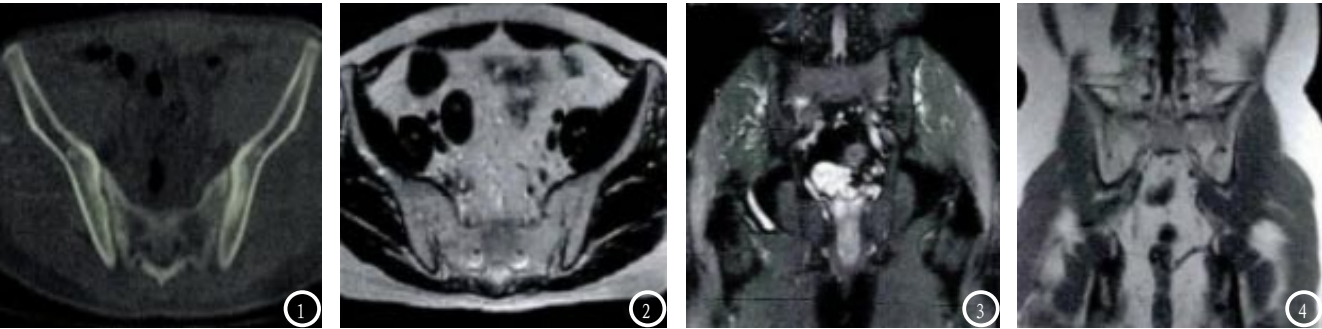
~4为MRI下AS患者SIJ表现：图1 未见明显异常，轻度骶髂关节炎，为I级，图2为横状面T2WI影像，骶髂关节面硬化，两侧周围髓内片状长T2信号脂肪沉积，为II级，图3为冠状位STIR影像，AS骶髂关节两侧软骨线影加粗、中断，为不规则破裂状，骶髂关节下骨髓水肿，为III级，图4示冠状位T1WI，关节硬化及骨质受损融合，髓内片状短T1信号脂肪沉积，为IV级。
